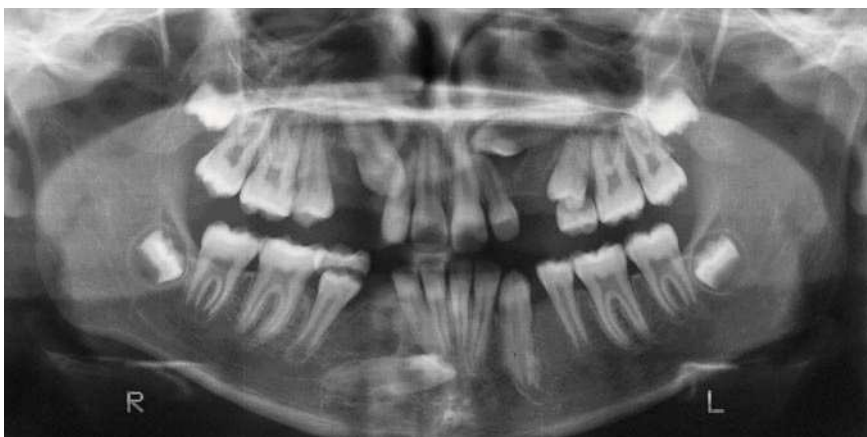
Radiografía panorámica de noviembre de 2005.
